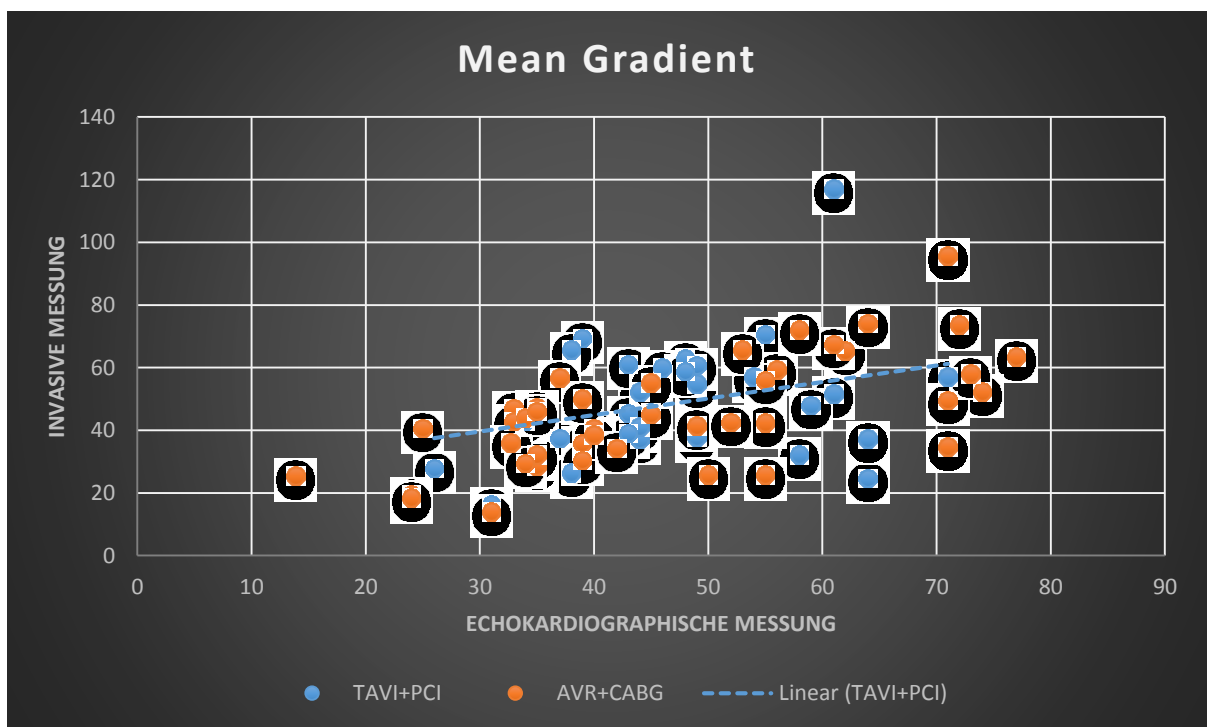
Mittlerer Gradient über der Aorten-Klappe, Korrelation von echokardiographischer und invasiver Messung
